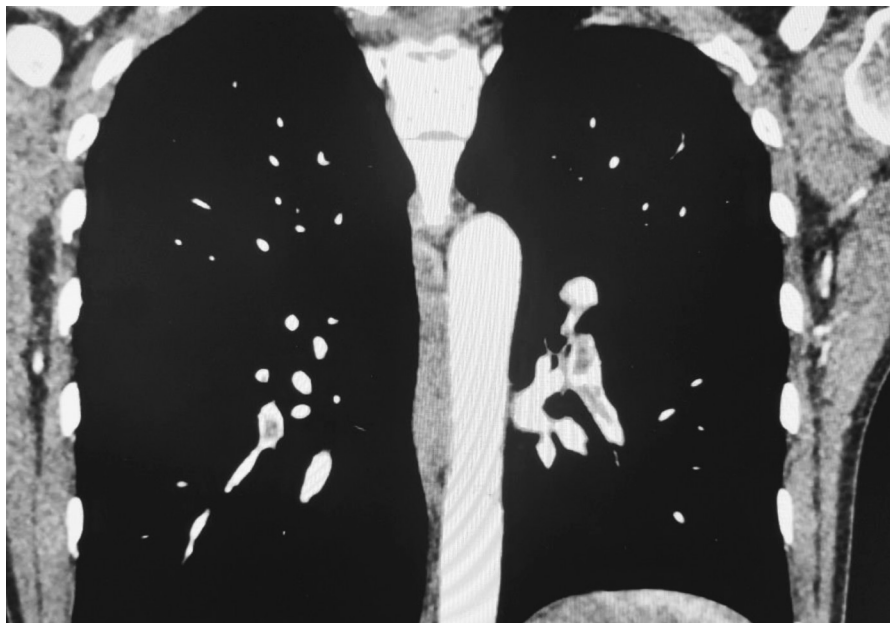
Компьютерная томографическая ангиография легких пациентки с ТЭЛА
